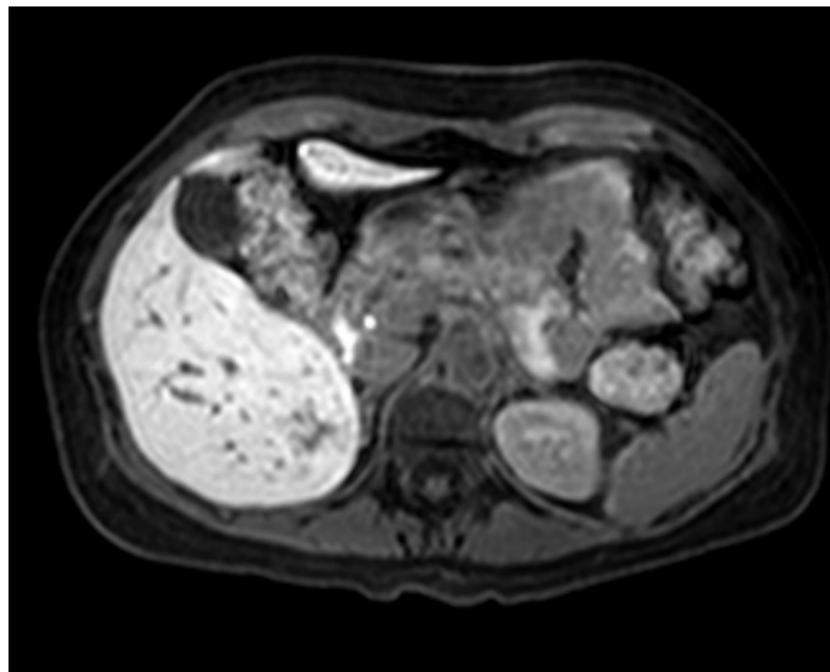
RM Fase hepatobiliar
